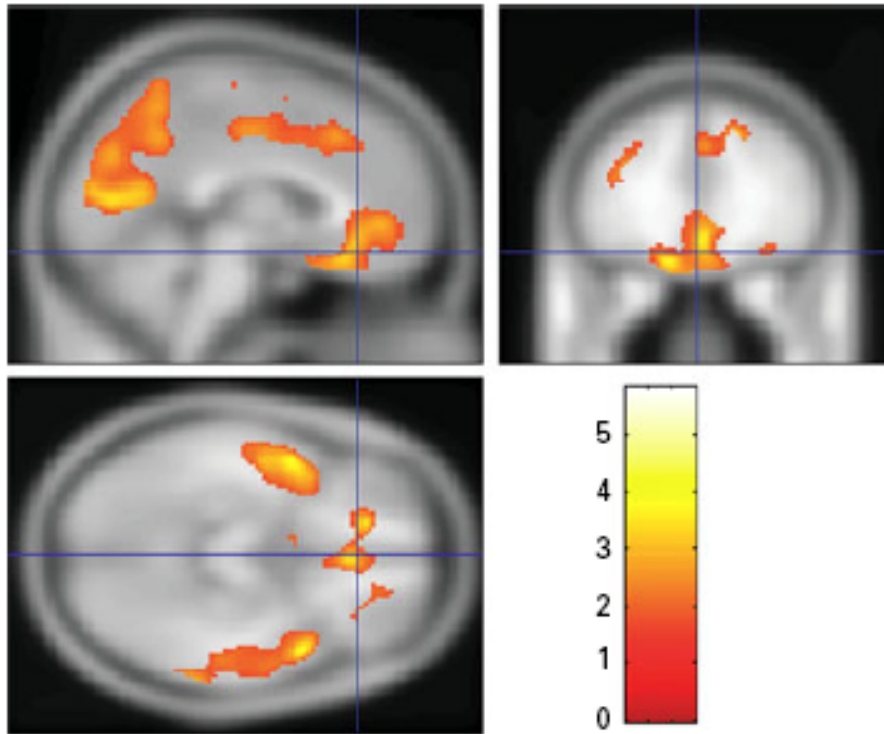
Visualization of the results from the SPM analysis. The analysis of parametric [carbonyl- ^{11}C]WAY-100635 binding potential (BP_{ND}) maps at the voxel level showed two large clusters [$k_E=9515$, $T_{\text{max}}=5.82$ at $(-26, 0, -38)$ and $k_E=18\,231$ voxels, $T_{\text{max}}=4.10$ at $(-46, -20, 42)$] located mainly in frontal, temporal and parietal cortex. These clusters represent significantly increased BP_{ND} in the psychotherapy group as compared with the fluoxetine group. The results are visualized on a T1-weighted MRI template in stereotactic standard space; the colour bar represents the T statistic at voxel level.
